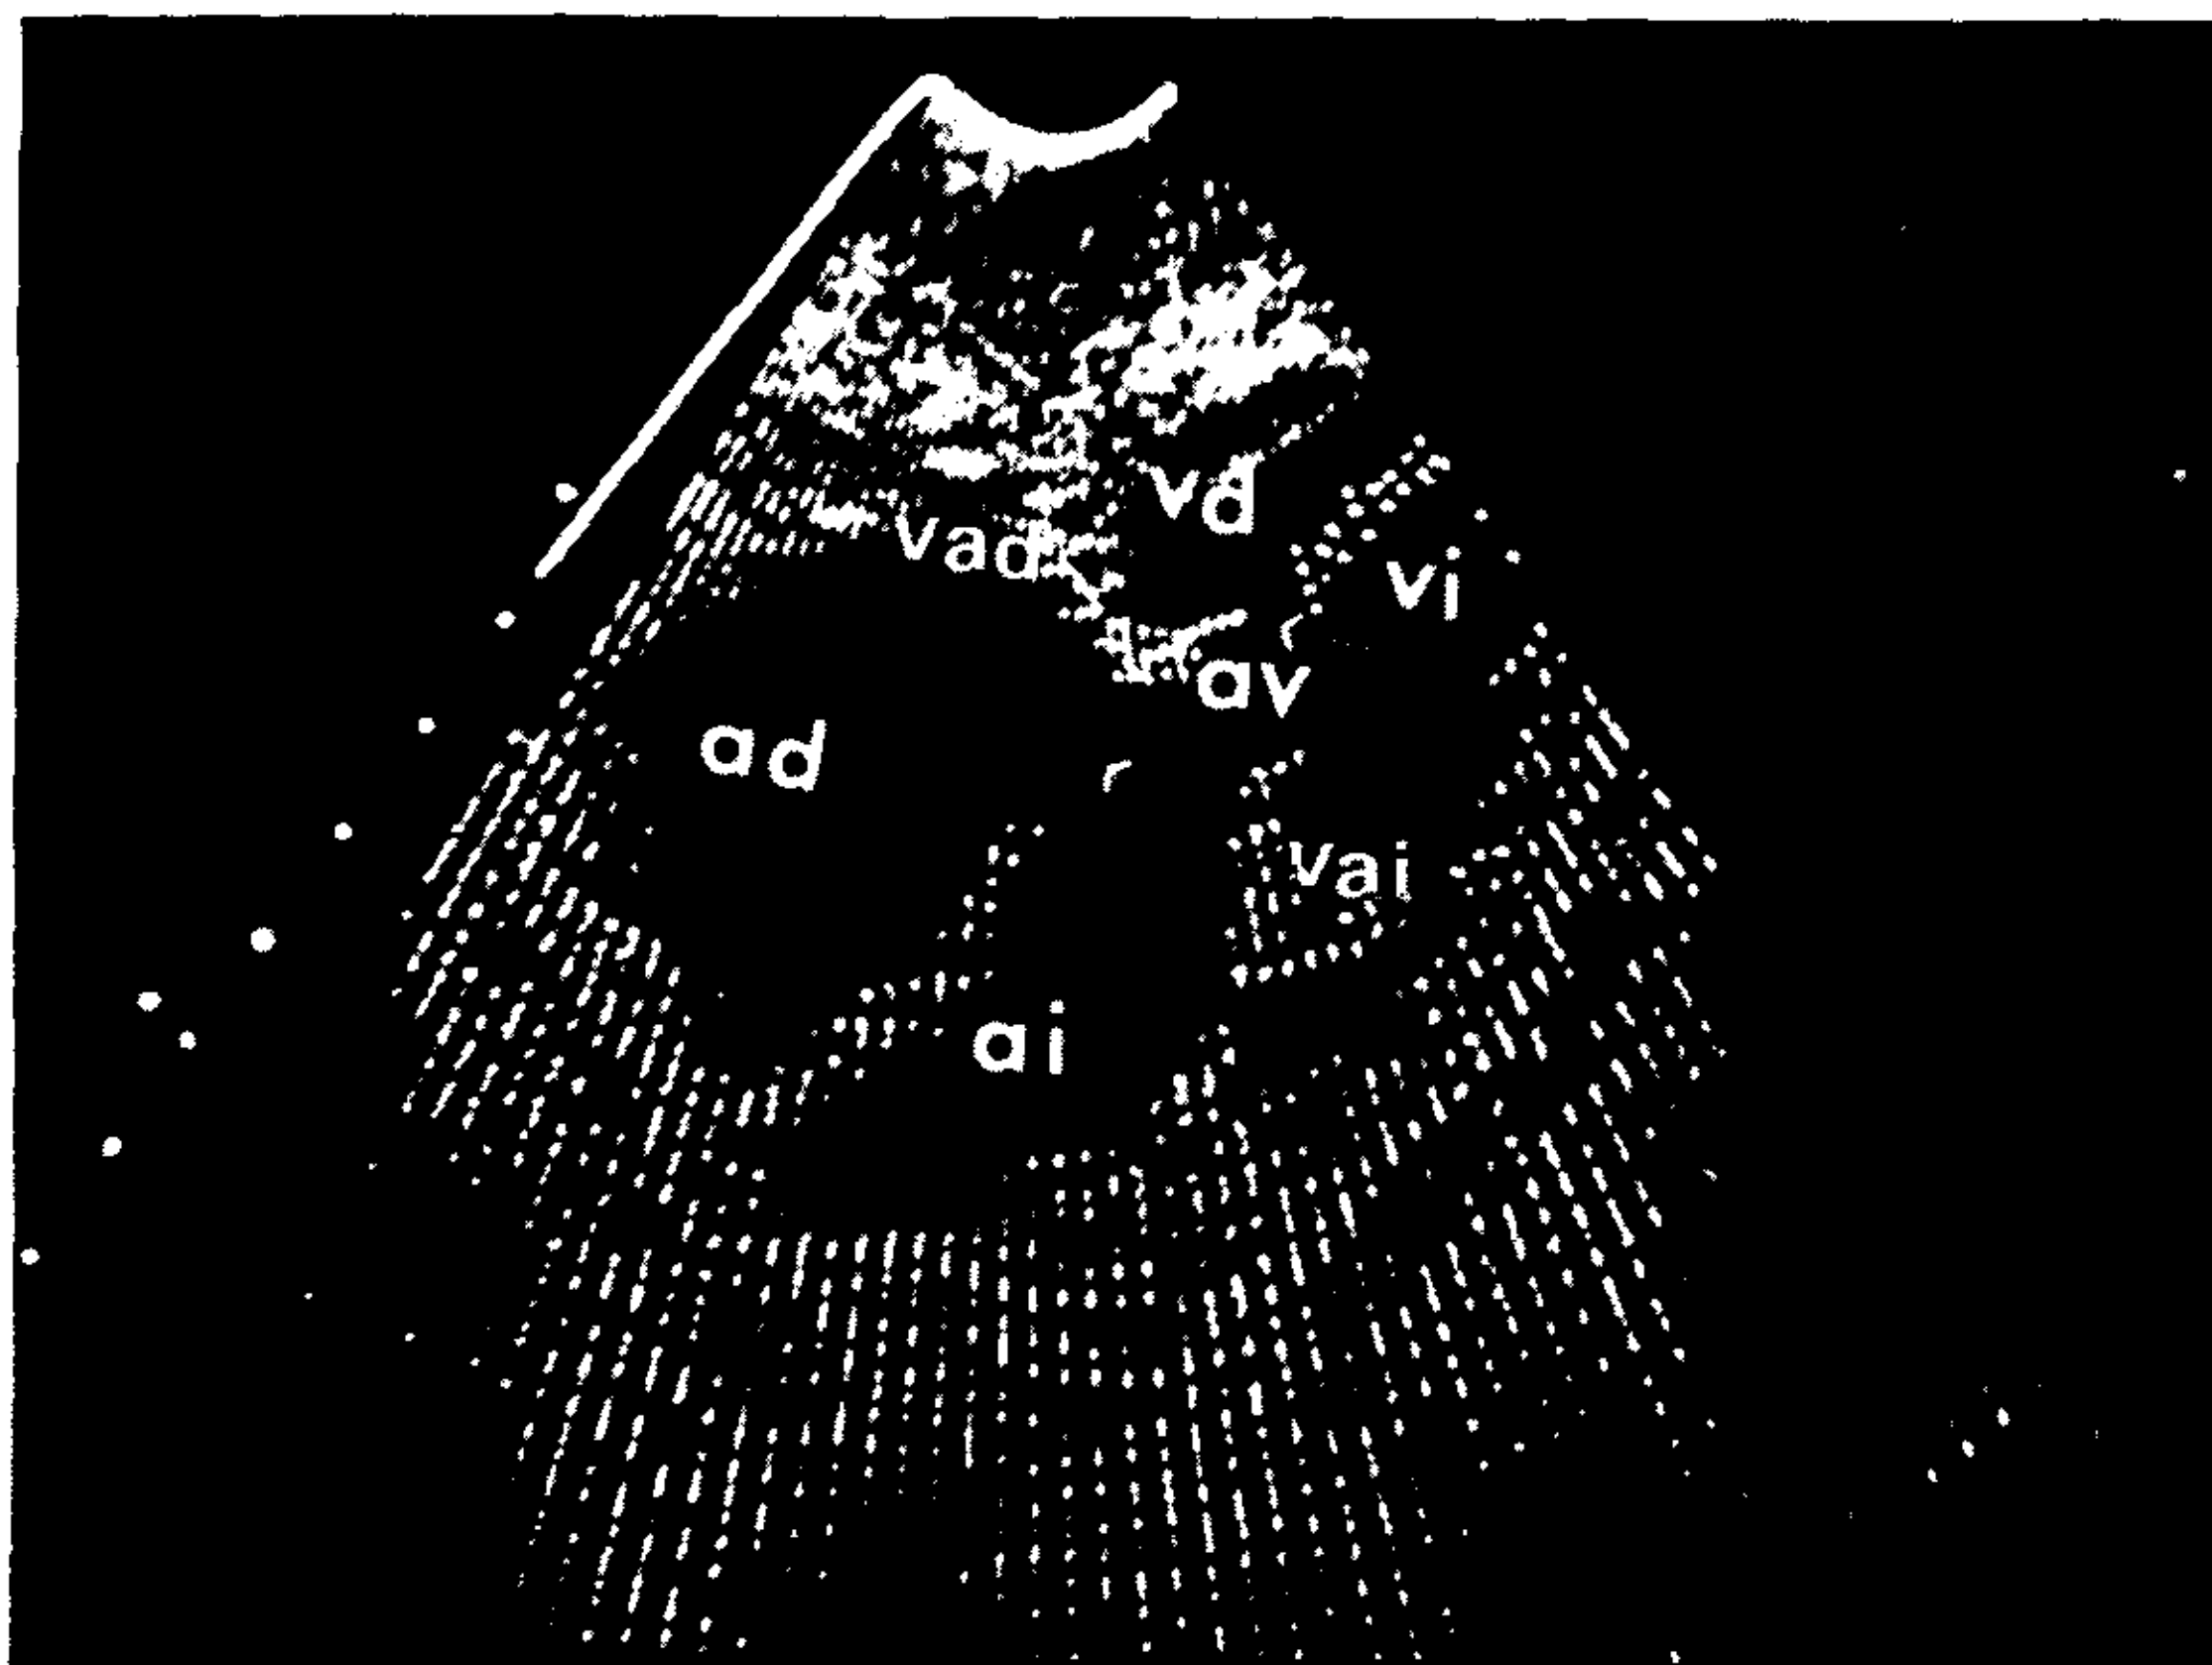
Paciente con defecto atrioventricular de la variedad completa, subvariedad B. Ecocardiograma bidimensional. Vista subcostal de cuatro cavidades. La flecha superior señala el defecto interventricular y la flecha inferior al defecto interauricular tipo ostium primum. Se registran una valva anterior derecha (vad) y una valva anterior izquierda (vai) de tamaño aproximadamente igual y no adheridas al septum atrioventricular. Abreviaturas: igual que en la Fig. 1.
